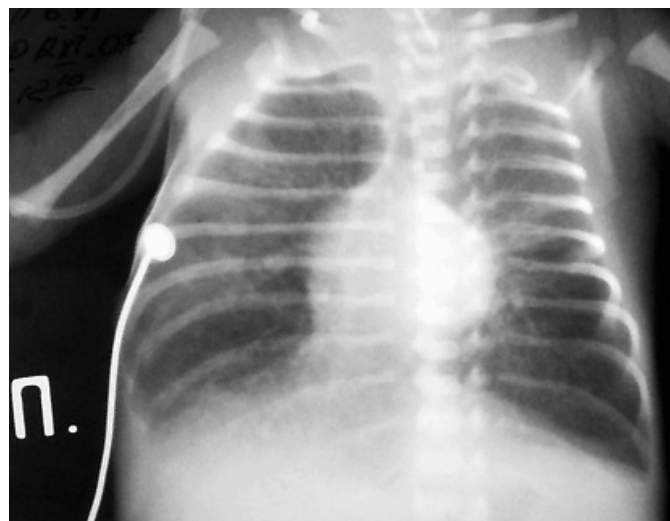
Выраженный гиперпневматоз легких, как следствие ИВЛ с использованием больших дыхательных объемов у недоношенного ребенка с экстремально низкой массой тела при рождении (540 гр) в возрасте 1-х суток жизни (обзорная рентгенограмма ОГК).
